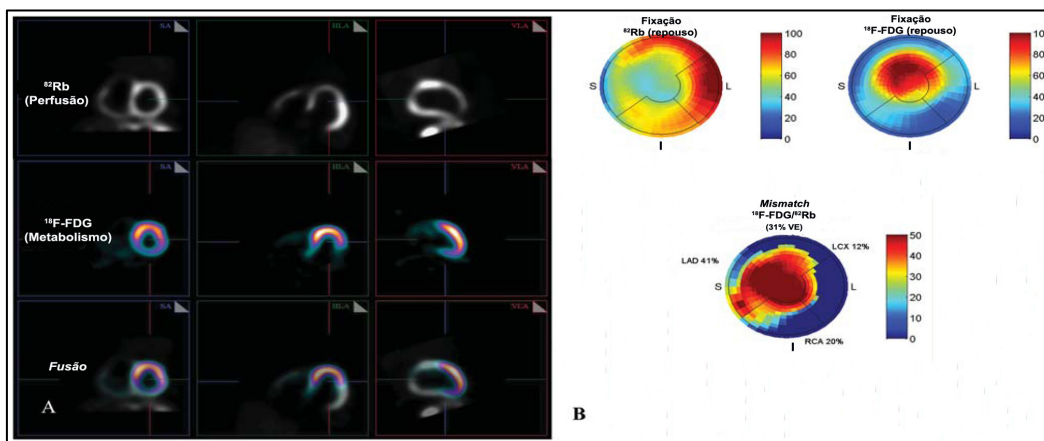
Padrão de *Mismatch* Perfusão-Metabolismo. A - Redução da captação de ^{82}Rb na parede antero-apical com consequente fixação de ^{18}F -FDG nas imagens de metabolismo, sugerindo um padrão significativo de *mismatch* (miocárdio hibernante), claramente confirmado pelas imagens co-registradas (“fusão”) da perfusão e metabolismo. B - Mapas polares de quantificação do *score* de *mismatch*, correspondendo a 31% do total do VE, especificamente a 41% do território da DAE, 12% da CX e 20% da CD. Adaptado de ⁷⁹.
